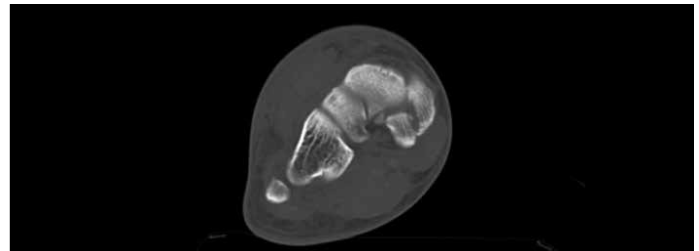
Computed tomography of the medial cuneiform fracture
